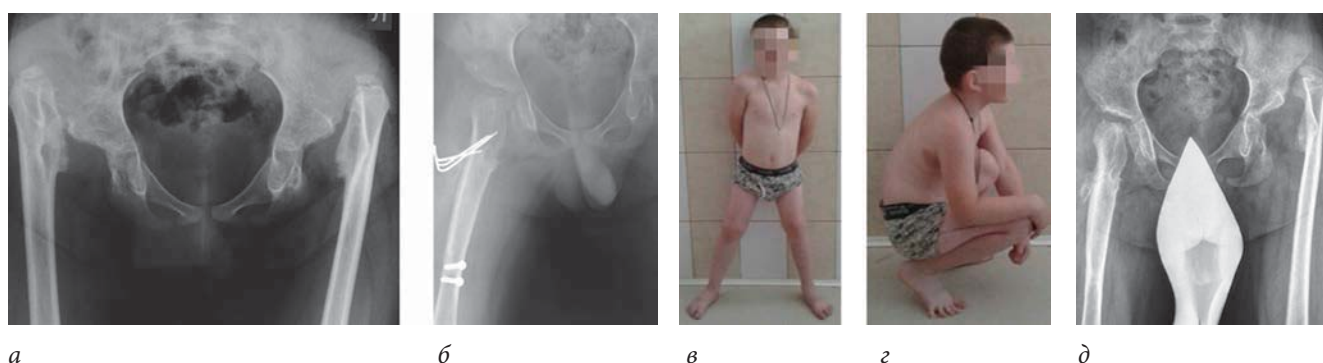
Рентгенограммы тазобедренных суставов и фотографии больного П., 6 лет, с патологическими вывихами бедер до (а), а также непосредственно (б) и через 1 год после стабилизации правого тазобедренного сустава (в, г, д)
